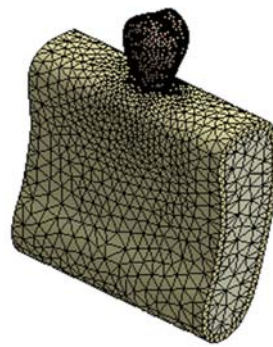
Скінчено-елементна модель біомеханічної системи «КТ – ДІ – ПЕ – ПА – С».
